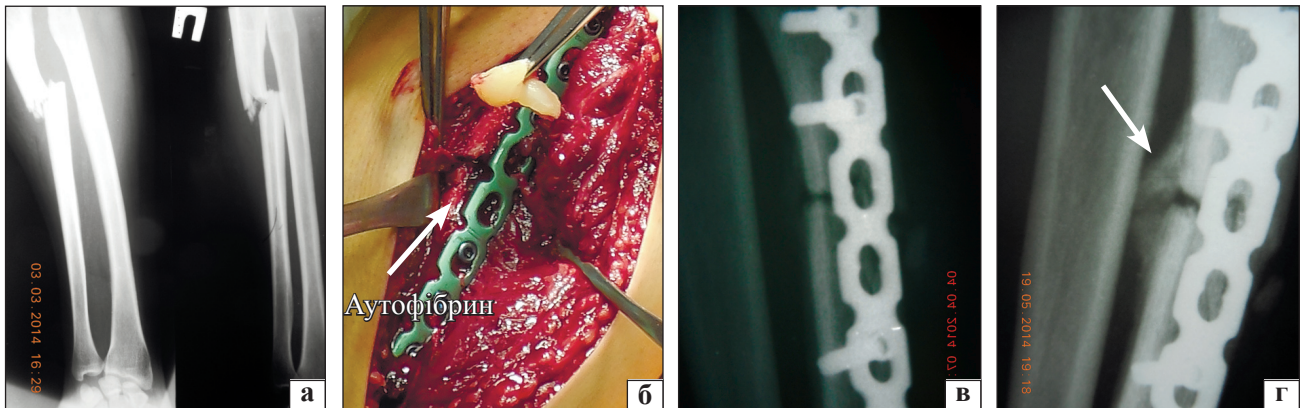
Пацієнт Г., 73 роки. Рентгенограми до (а), відразу (в) та через 1,5 міс. (г) після операції. Операційна рана та зона укладання аутофібрину (б)
